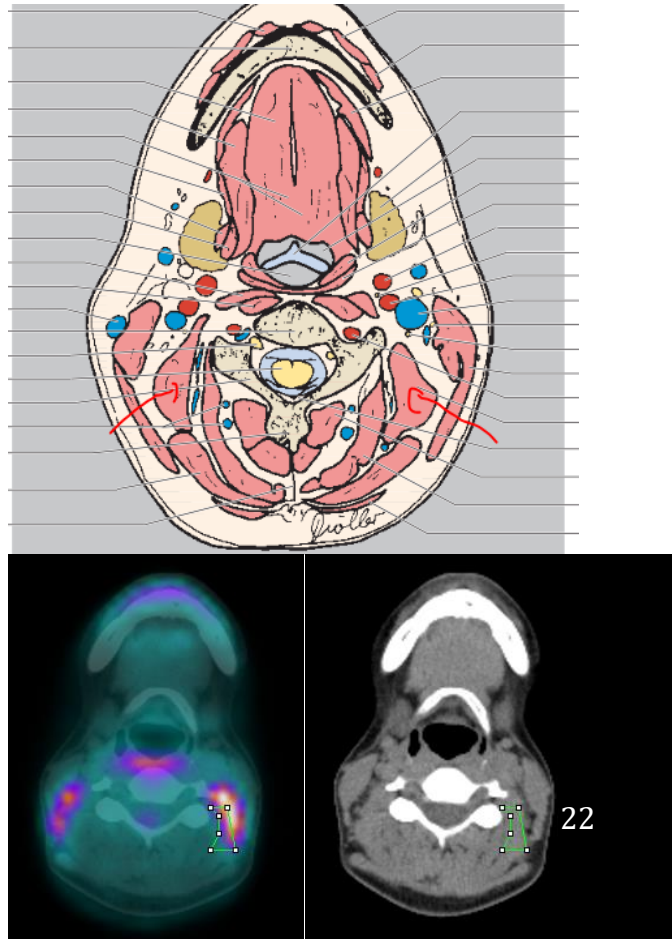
Cuantificación de 18F-FDG en el elevador de la escapula
